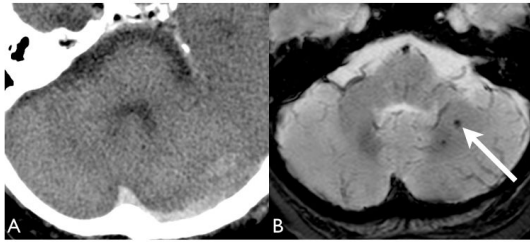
同一事例の後頭蓋窩 CT(A)及び MRI (B, T2*強調画像)。MRI では CT で描出できない微小出血性病変が矢印の部分に示されている。
